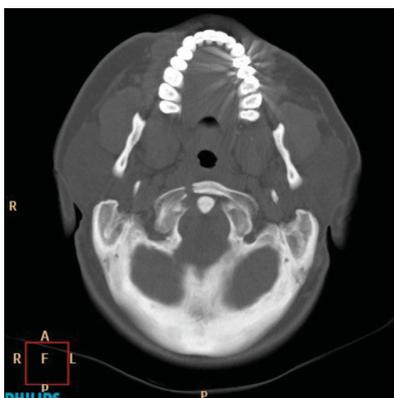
TC (superior: corte axial; centro e inferior: reconstrucción tridimensional) en la que se aprecian las fracturas del arco anterior derecho y el arco posterior izquierdo de la vértebra C1.
